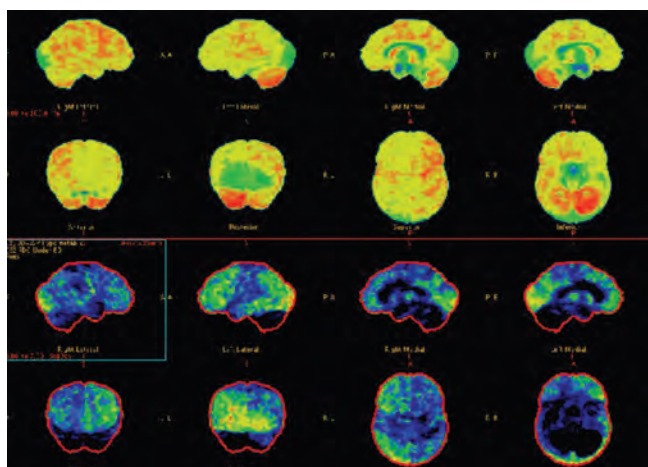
ПЭТ головного мозга с [18F]-ФДГ пациентки Ф., 23 года (39-е сут от начала заболевания). Тотальный гипометаболизм глюкозы в коре больших полушарий головного мозга и в головках хвостатых ядер, преимущественно в левой гемисфере
